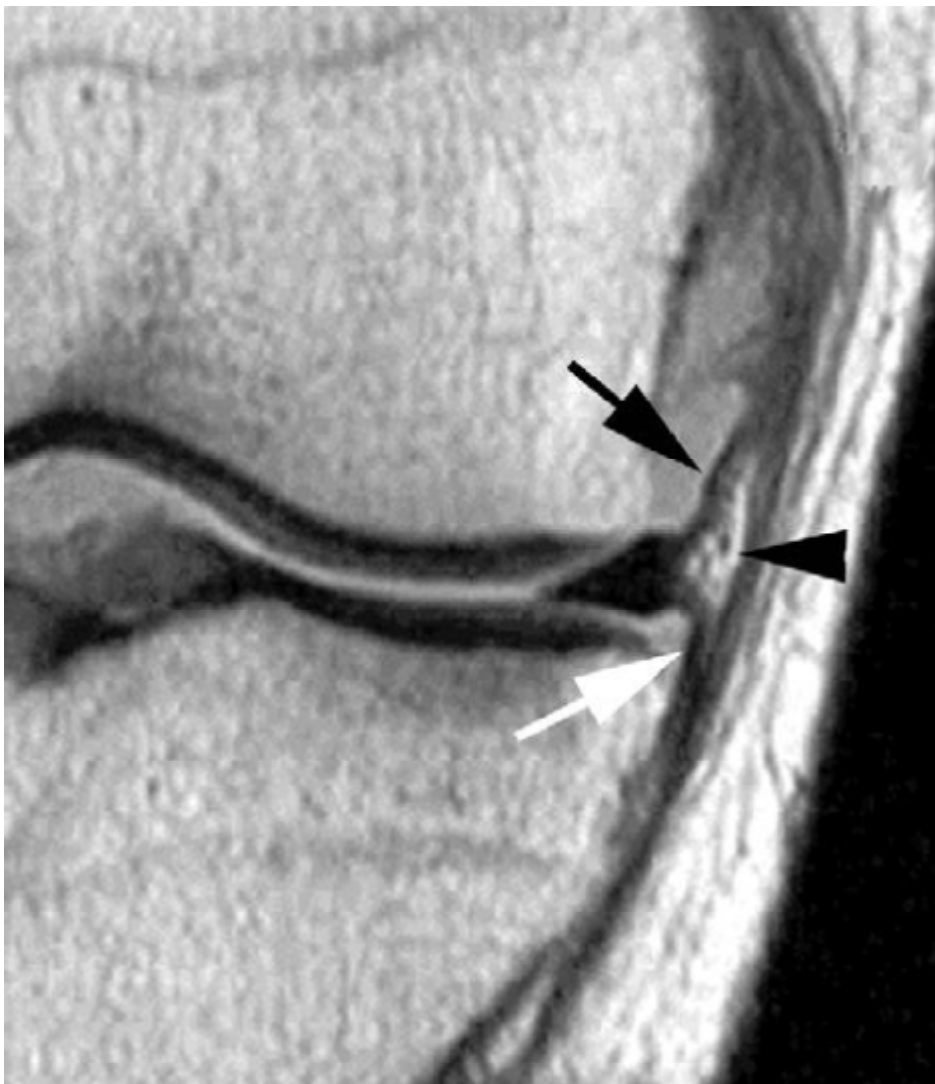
IRM coupe frontale : variante anatomique du ménisque médial. source imagerie du genou pathologie meniscale DR RIHARDI
